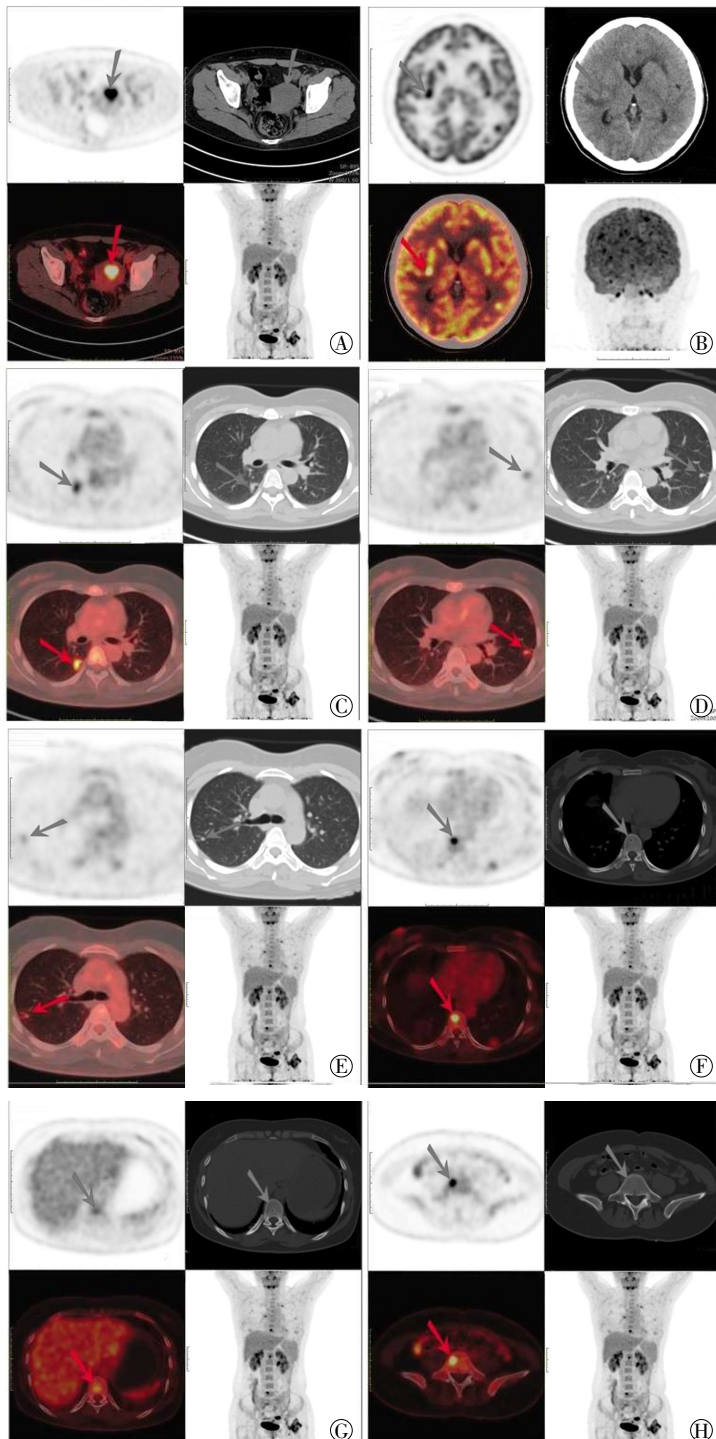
患者女性, 32岁, 子宫内膜结核患者 PET/CT 全身显像图像 图中, A: 子宫体积增大, 宫腔内异常低密度影, 代谢明显增高(箭头所示); B: 右侧基底节区高代谢结节灶伴周围水肿(箭头所示); C、D、E: 双肺多发高代谢结节影(箭头所示); F、G、H: 椎体多发结节状高代谢灶(箭头所示)。
